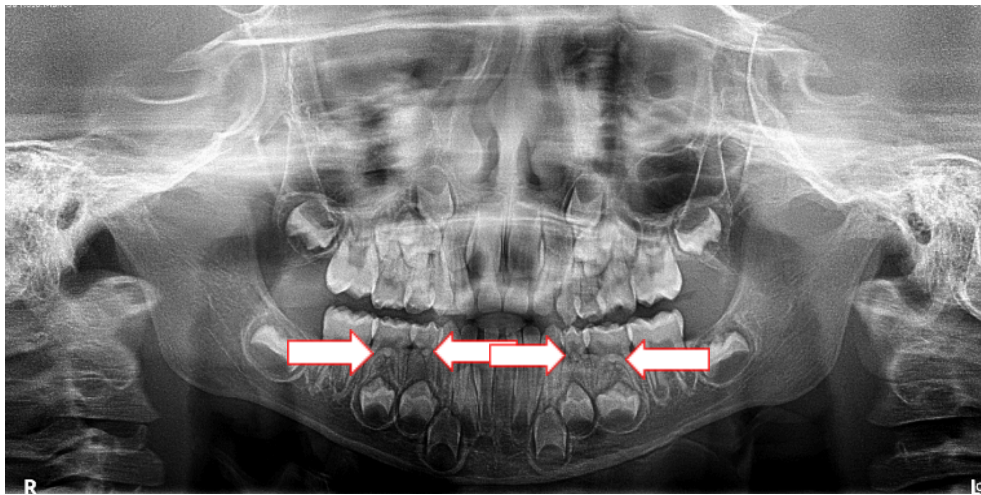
Radiografia panorâmica do paciente L.V.P. No detalhe a seta evidencia a presença de cálculo pulpar no elemento 55, 54, 84 e 85.
